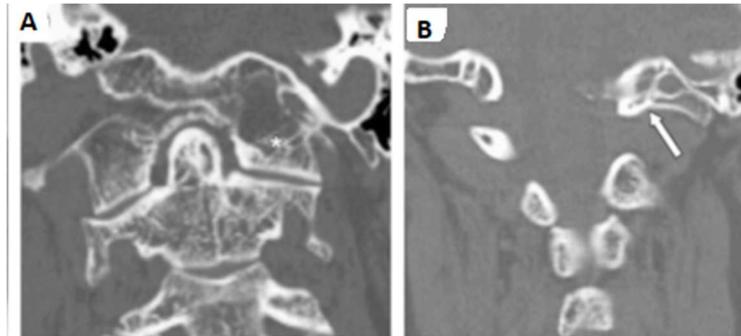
Cas d'assimilation d'atlas vu sur un CT scanner en coupes coronales CT (A) (B) (673)
